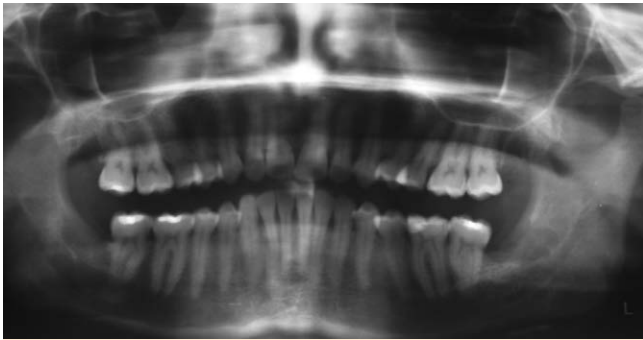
Orthopantomogramm nach Entfernung der 4 Weisheitszähne.
